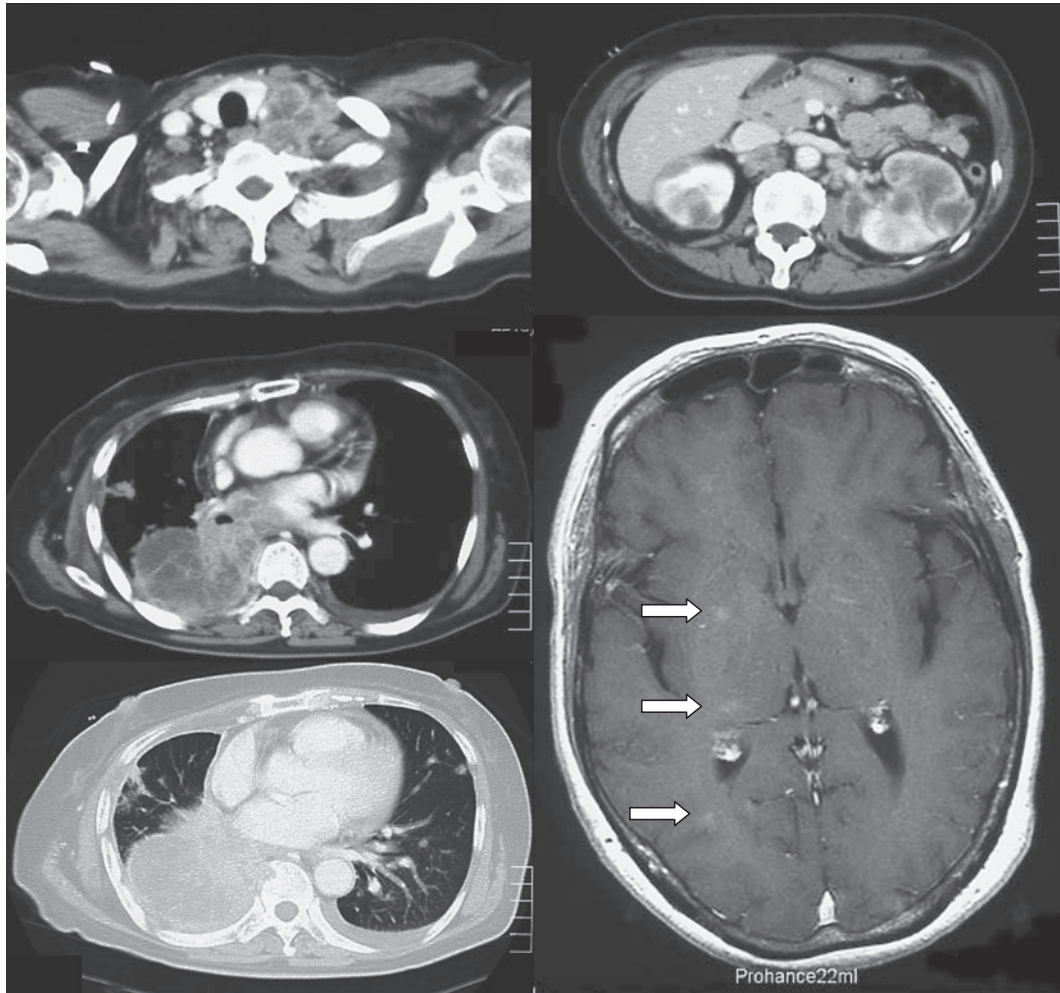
Chest computed tomography revealed rapid progression of the primary tumor site (right lung), direct invasion to the right chest wall, multiple pulmonary metastatic nodules and left cervical lymph node swelling. Abdominal computed tomography revealed cancer metastasis to bilateral kidneys and the right adrenal gland. Enhanced brain magnetic resonance imaging showed multiple metastatic brain tumors.
